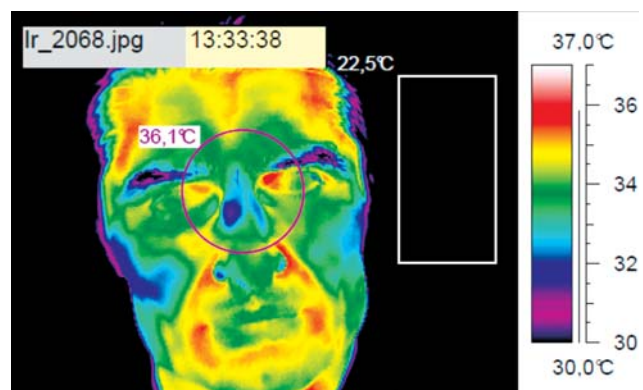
prezentuje w części górnej 3 zdjęcia termowizyjne z różną skalą temperaturową wykonane u chorego LB (nr badania 2018), uwidaczniające asymetrię w rozkładzie temperatury w obrębie jamy nosa oraz zatok szczękowych. Na dole przedstawiono zdjęcia tomografii komputerowej uwidaczniające zgrubienia błony śluzowej zatok szczękowych oraz komórek sitowych obustronnie.
